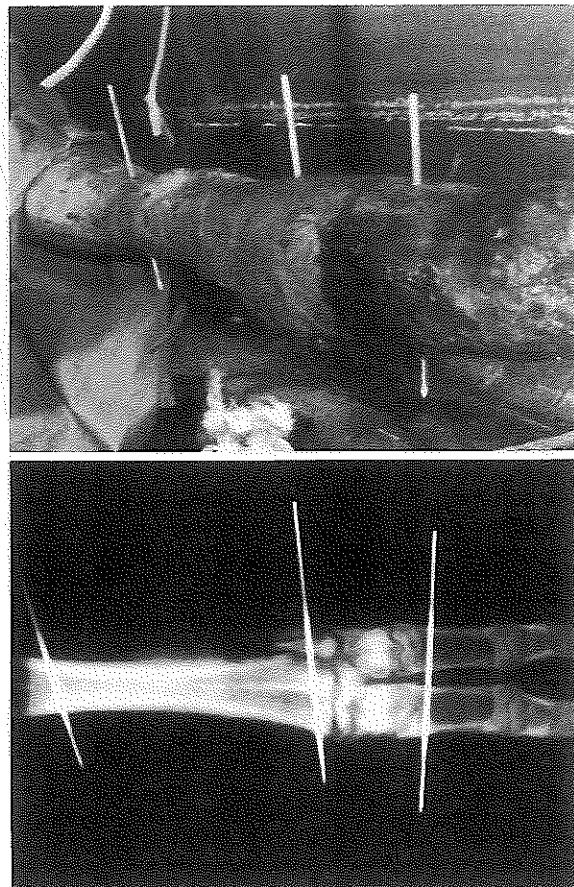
スタイマンピン刺入時の概観(上図)およびX線画像(下図)
